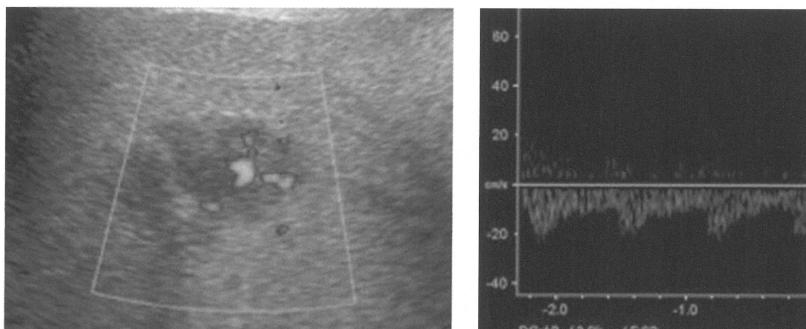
Power Doppler超音波(左)・FFT解析(右)
